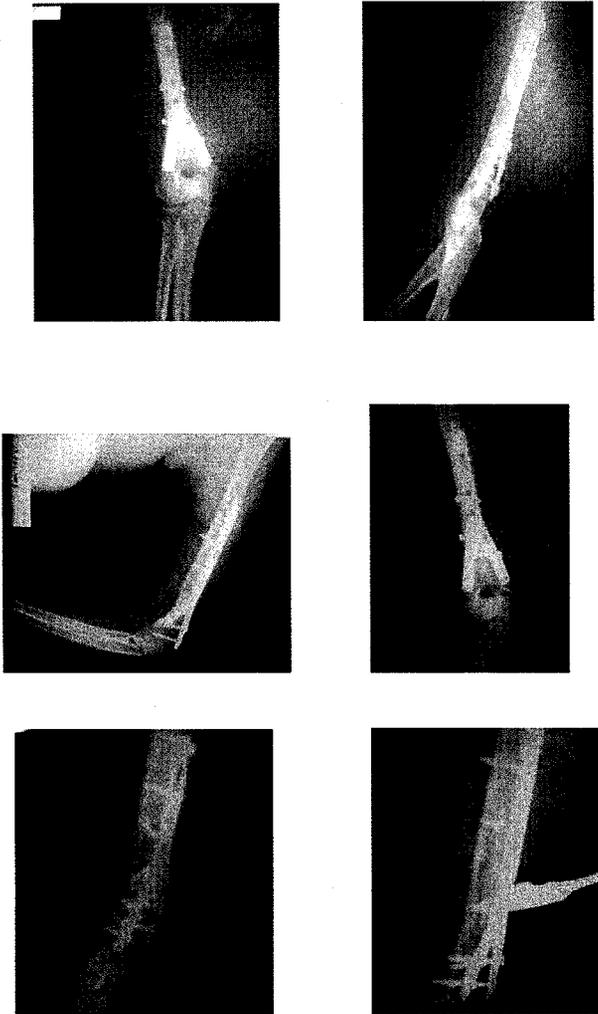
Radiografias Postquirúrgicas
